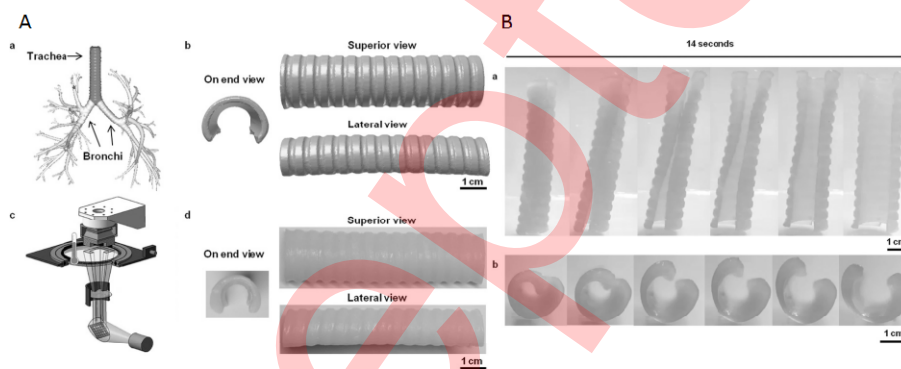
(A) 形状记忆气管支架的制作过程<sup>[52]</sup>。a) 通过核磁共振成像 MRI 扫描获得的气管、支气管树的数字模型； b) 气管的计算机辅助设计(Computer Aided Design CAD) CAD 模型； c) 立体光刻成型 (StereoLithography Apparatus SLA)SLA 打印机； d) 打印好的处于永久形状的气管支架。(B) 形状记忆气管支架的变化情况。 支架的永久形状是开放的。 图像显示临时形状和永久形状之间的转换。两个照片从不同的角度展示临时形状转换到永久形状之间的转换。 支架完全开放所需的时间为 14 秒。a) 支架变形的侧视图； b) 支架变形的俯视图。
